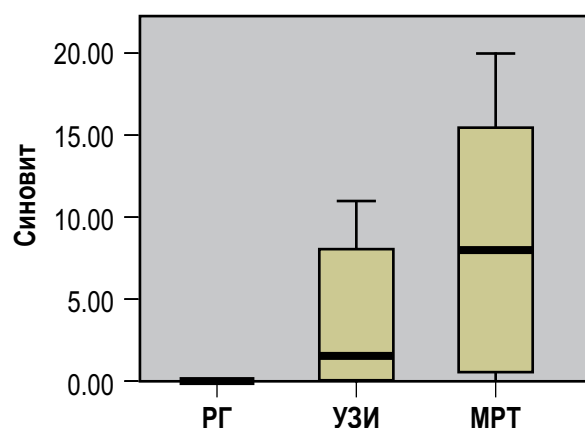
Сравнение результатов РГ, УЗИ и МРТ по параметру «синовит» непараметрическим анализом Kruskal–Wallis
